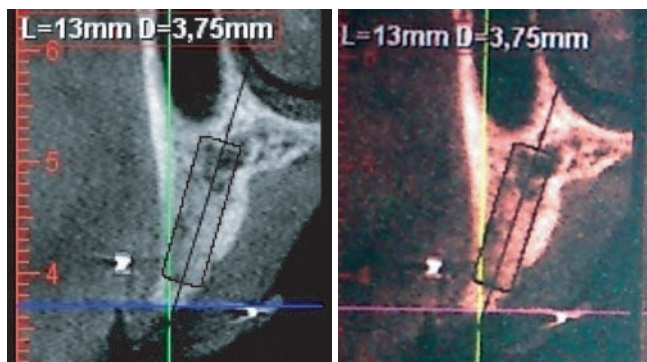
КТ-изображение кросс-секции и виртуального плана имплантации зуба 14 на компьютере (слева) и бумаге (справа)
